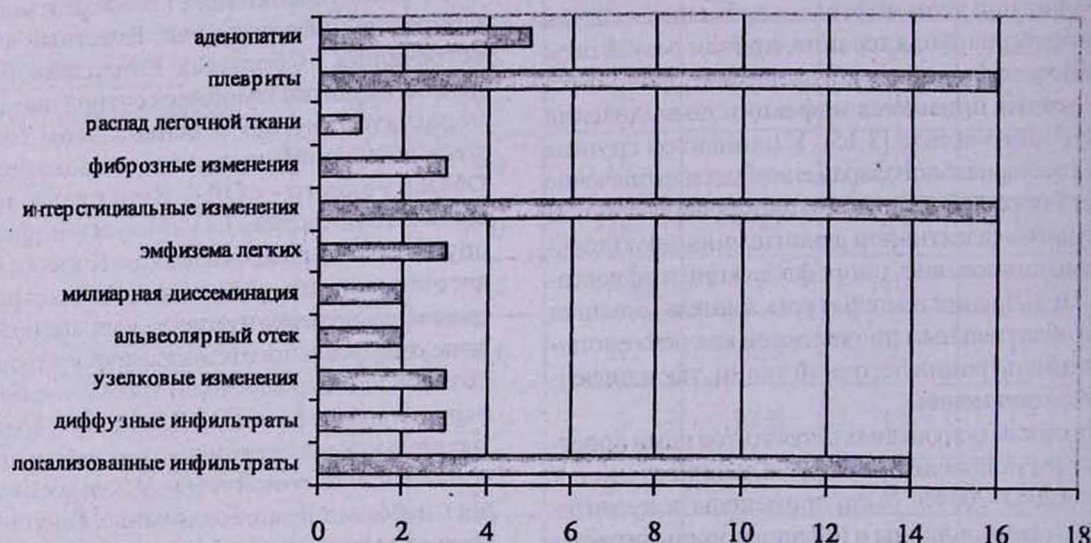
Результаты рентгенологического исследования
